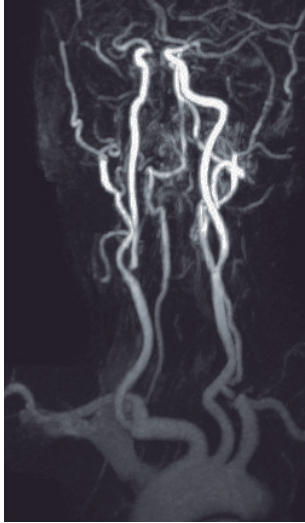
Imagen de angioresonancia de troncos supra-aórticos. Estenosis crítica de carótida interna derecha
